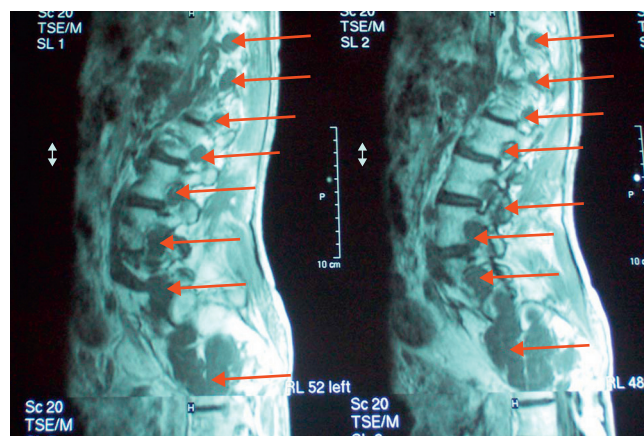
Resonancia magnética nuclear de columna dorso-lumbo-sacra. Se aprecian múltiples lesiones dependientes de las raíces bilaterales que condicionan el agrandamiento generalizado de los desfiladeros radiculares y de los orificios de conjunción (flechas).
